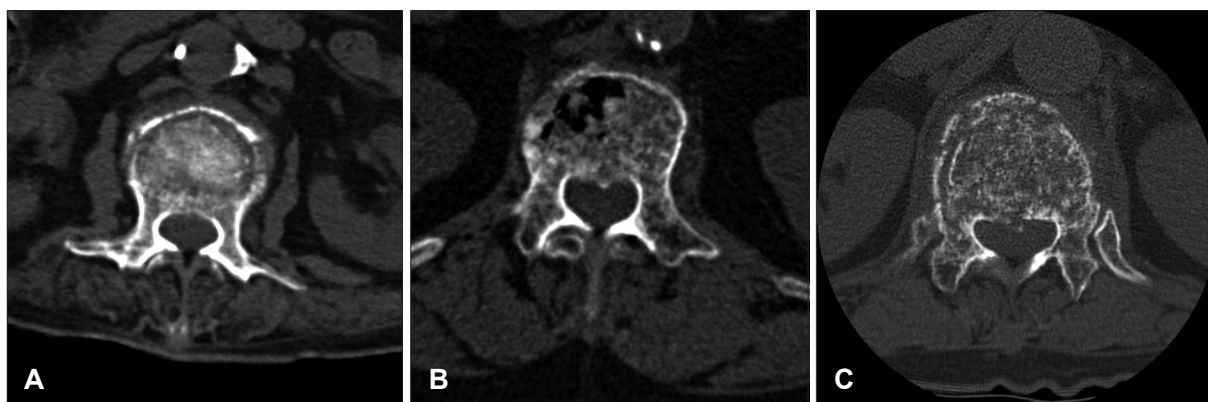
Preoperative lumbar CT shows the degree of canal encroachment due to bony fragment. None (A), less than 20% (B), more than 20% (C).
